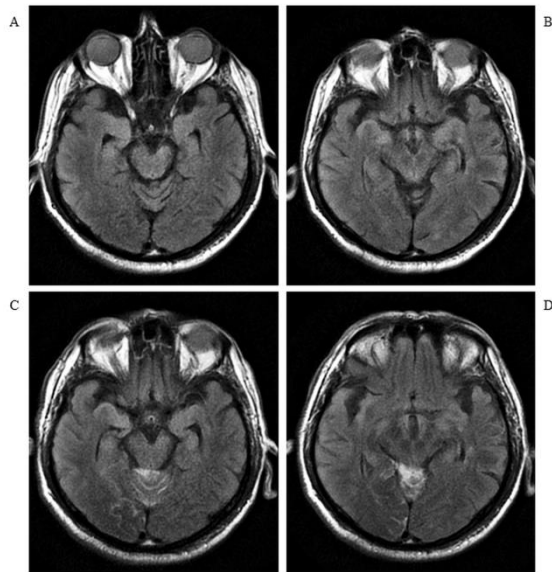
Seventy-six years old male patient for whom stent placement procedure was conducted in right ICA 21 hours after MRA. A-B) FLAIR MRI before stent placement C-D) hyperintensities due to contrast matter diffusion in occipital sulci on the right in superior cerebellar cistern in FLAIR MRI taken two hours after stent placement.
